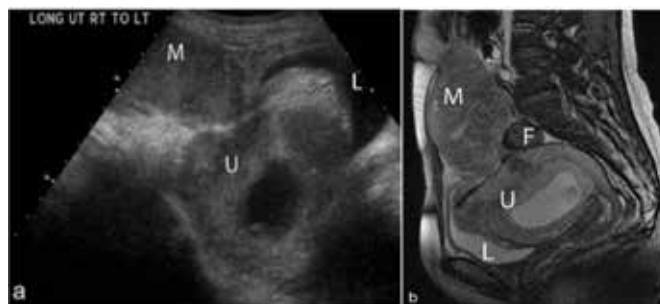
(a) Mulher grávida de 36 anos com carcinoma de úraco. Ultrassonografia longitudinal de pelve mostra uma grande massa superior à bexiga e anterior ao útero gravídico. (b) A RM sagital da pelve mostra a massa heterogênea superior à bexiga e estendendo-se até o umbigo.⁷
